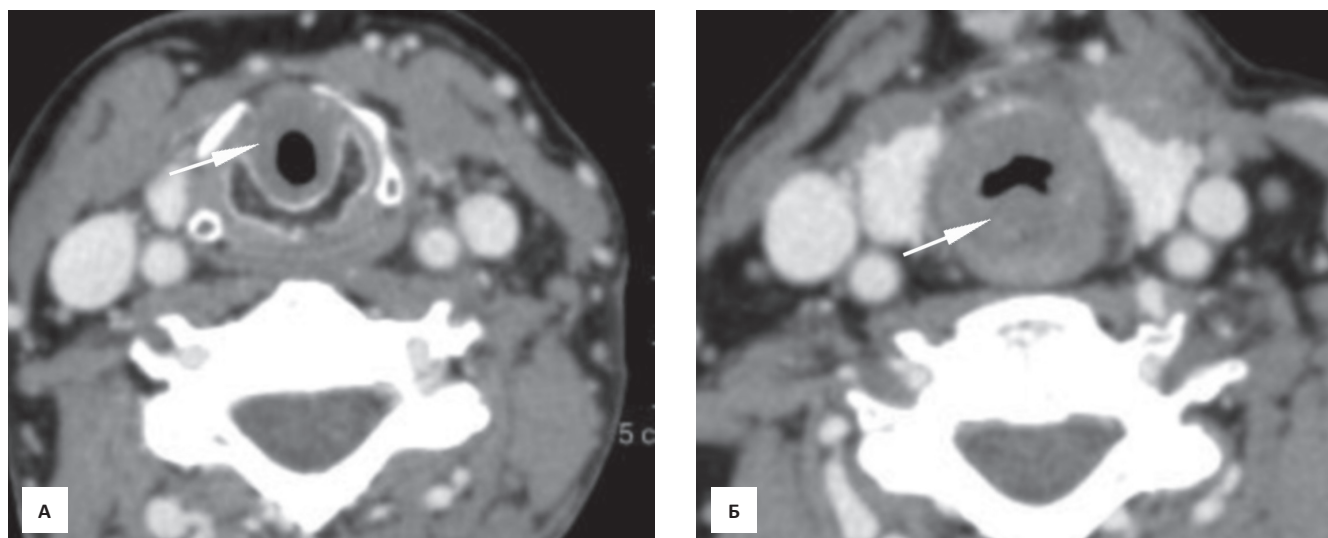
Компьютерная томография шеи, постконтрастное исследование, аксиальные сканы (А, Б): циркулярная инфильтрация гортани и трахеи (стрелки) с сужением просвета. Отсутствие визуализации регионарных увеличенных и измененной плотности лимфатических узлов
